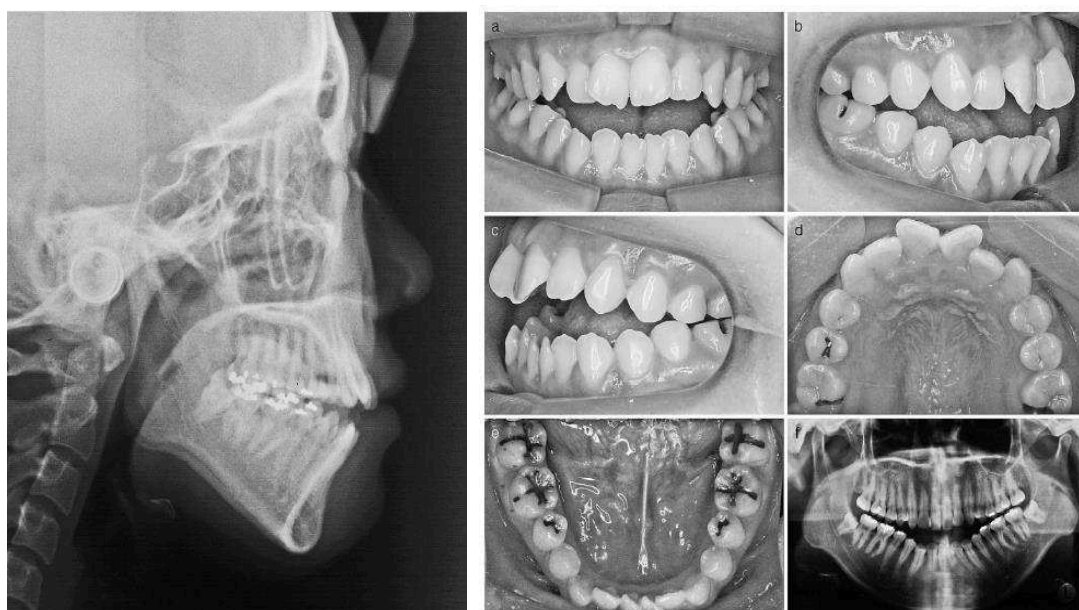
Cefalograma, fotografias intra-orais e ortopantomografia pré-tratamento. (Y.-C. Park et al., 2008)
